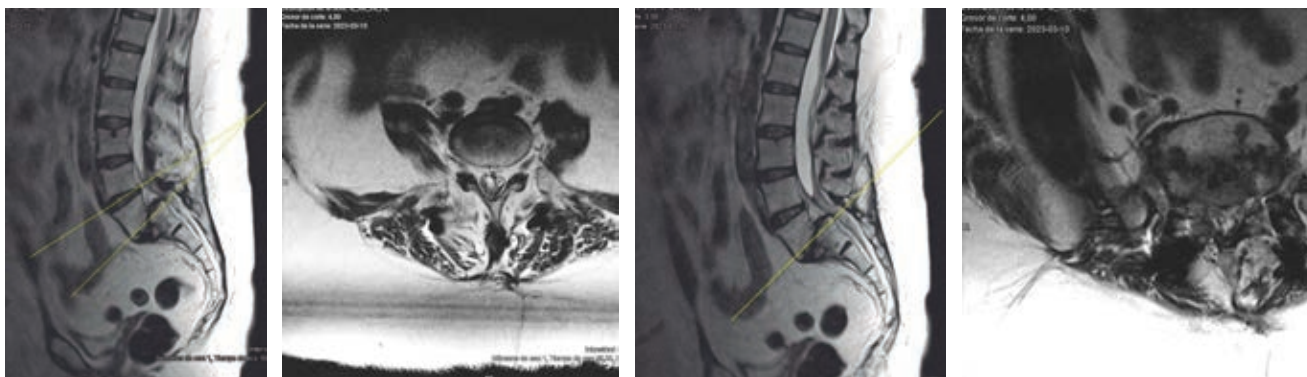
Resonancia magnética simple de fase T2 columna lumbar corte sagital. Se observa listesis a nivel de L5-S1 grado III de Meyerding, degeneración discal a nivel de L4-L5 que moldea saco dural, corte axial se observa a nivel de L5-S1 disminución foraminal derecha.
